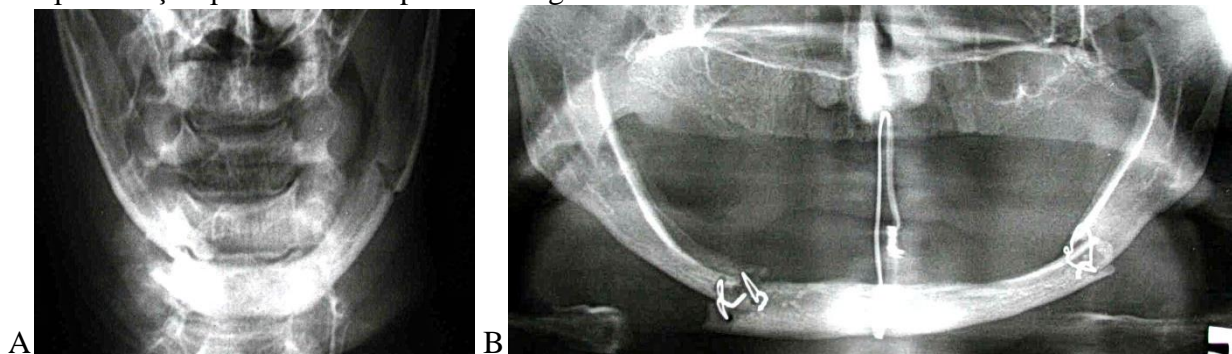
Radiografiile pacientei P. Osteosinteza mandibulei în regiunea angulară stînga și mentonieră dreapta cu fir metalic. A) fractura mandibulei în regiunea angulară din stînga și mentonieră dreapta cu deplasare pronunțată, B) Pe ortopantomografie la o lună postoperator se determină deplasarea secundară a fragmentelor.
